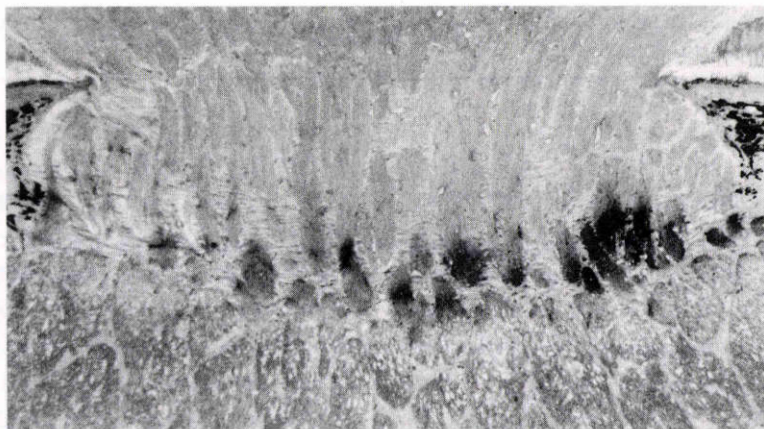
実験眼(灌流圧=30mmHg, 5時間)の視神経乳頭縦断切片の autoradiograph. 視神経乳頭の lamina cribrosa のレベルに grain の強い集積を認める (×20, toluidine blue 染色).
